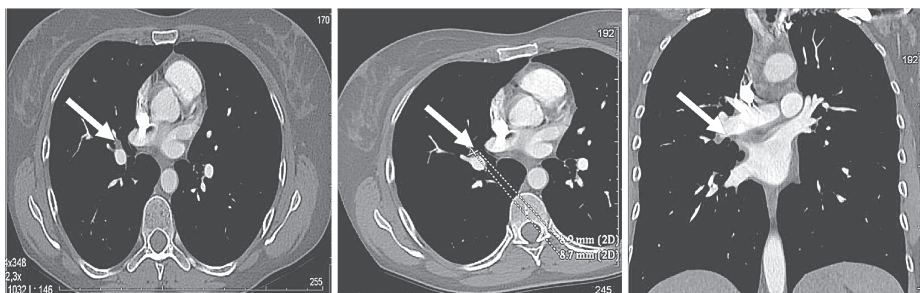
КТ-ангиография больной С.: выявлены тромботические массы в системе правой ветви легочной артерии
